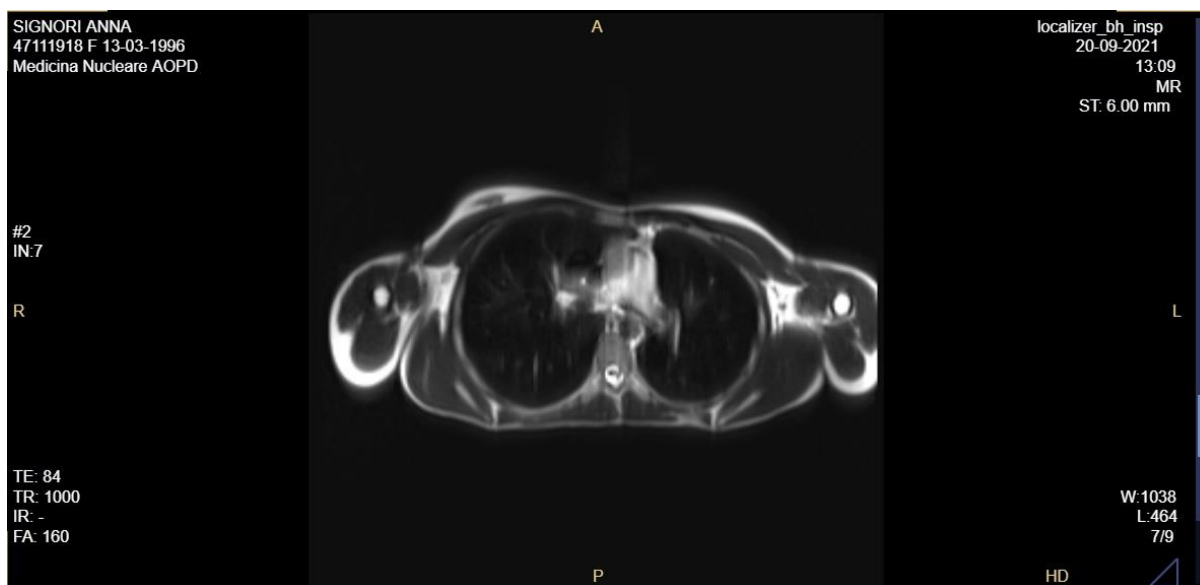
Sezione trasversale RM toracica
